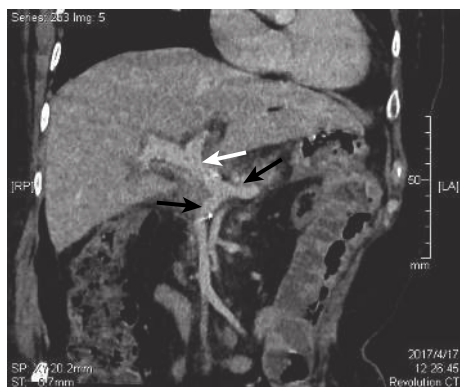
术后1个月复查上腹部 CTA 见人造血管通畅良好, 红箭指示 SMV, 黄箭指示 PV, 黑箭指示 SV
